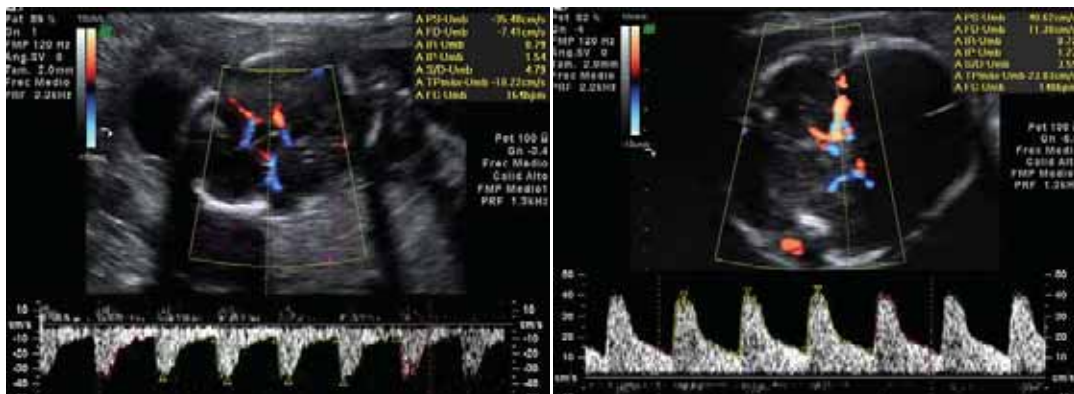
Doppler de la ACM. (a) normal y (b) con presencia de vasodilatación
